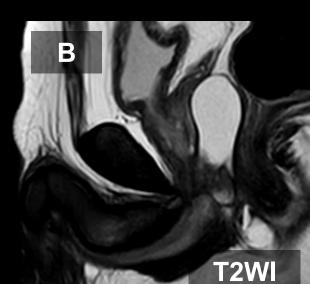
RM ponderada en T2 axial (A) y sagital (B). Hombre de 60 años en estudio por hematospermia. Las flechas muestran una lesión quística de alta señal T2 en línea media que no presentaba comunicación con la uretra. El diagnóstico diferencial plantea Quiste de Müller vs Quiste del utrículo prostático. Se observan también cambios de hiperplasia prostática adenomatosa.
